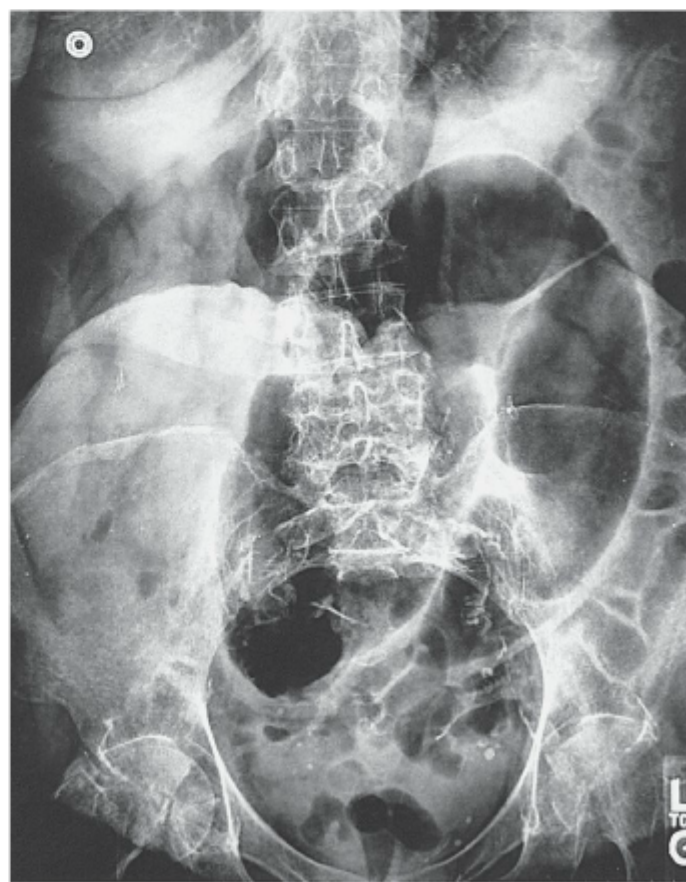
Radiografia simples de um vólvulo do sigmoide. Note a aparência de um “tubo interno dobrado”.
